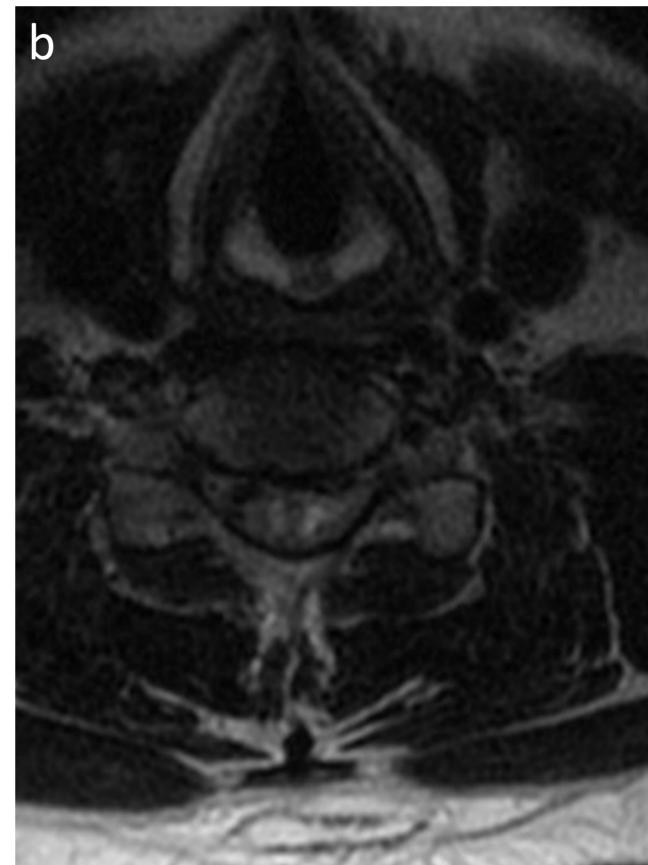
Varón de 42 años que ha sufrido un accidente de tráfico de alto impacto con una motocicleta y presenta paresia de miembros superiores e inferiores. En el estudio de TC cervical alteraciones visualizan significativas. Se realiza una RM urgente, en las secuencias sagitales potenciadas en T2 (a) donde se cambios moderados observan C5-C6 con degenerativos entre formación de osteofitos marginales posteriores y abombamiento difuso posterior del disco intervertebral que condiciona una estenosis de canal. Se observa lesión hiperintensa una medular en relación con mielopatía, que en secuencias axiales (b) se localiza central. Este hallazgo es compatible con una lesión SCIWORA.
